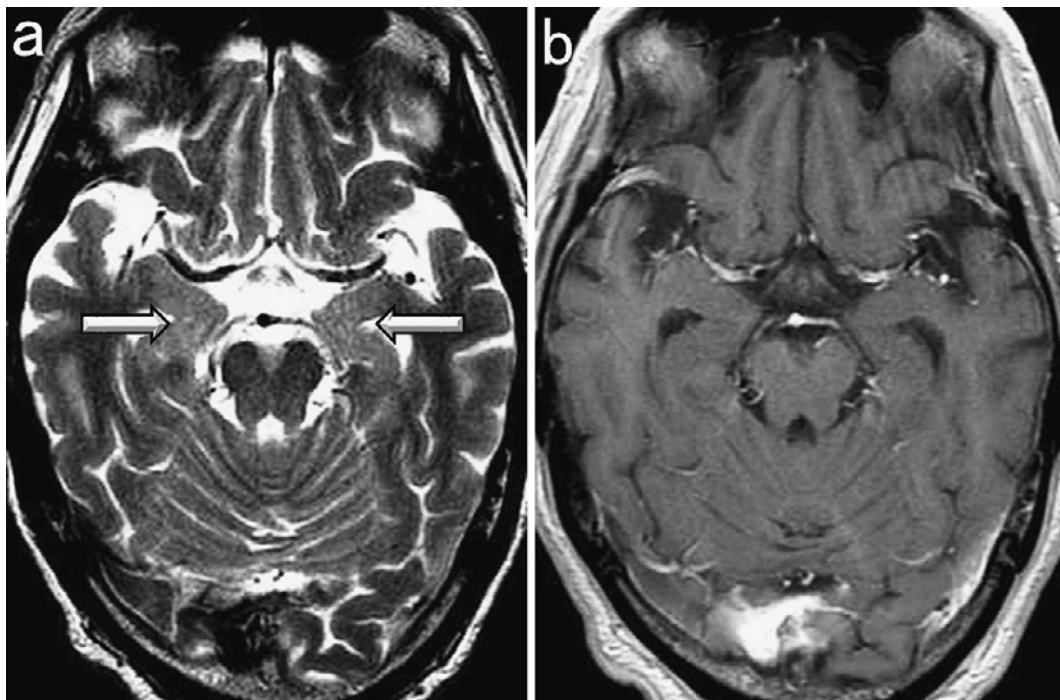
T2-weighted brain magnetic resonance imaging (MRI) performed in late March 2011 showing slight high-intensity signals in the bilateral mesial temporal lobes, including the hippocampus (a). Gadolinium-enhanced T1-weighted MRI (T1WI) showed no abnormal enhancement (b).
